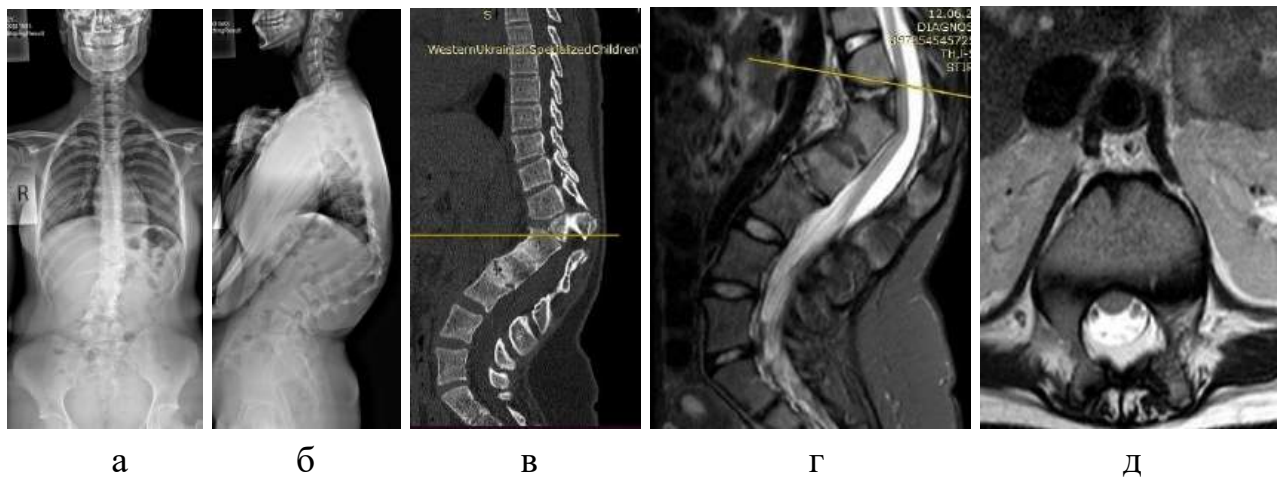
Фотовідбитки рентгенограм хворої Я. у передньо-задній (а), бічній (б) проекціях, комп'ютерної (в) та магнітно-резонансної (г-д) томограми до операції
